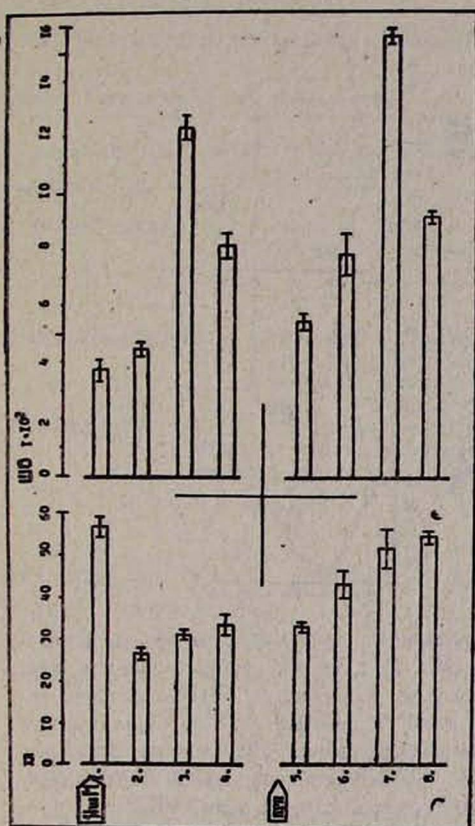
Динамика свободнорадикального перекисного окисления липидов миокарда при транзиторной коронарной недостаточности ($M \pm m$). По оси абсцисс—интенсивность хемилюминесценции (ХЛ) липидов и флюоресценции шиффовых оснований (ШО) в имп/сек. Иш. М.— период ишемии миокарда. ПРП— период постшемической реперфузии. 1—Иш. М. 10 мин., 2—20 мин., 3—40 мин., 4—120 мин., 5—Иш. М. 10 мин.+ПРП 40 мин., 6—20+40 мин., 7—40+40 мин., 8—120+40 мин. Количество проб в каждой точке—35. Темная часть столбиков—фоновая ХЛ и флюоресценция ШО.
